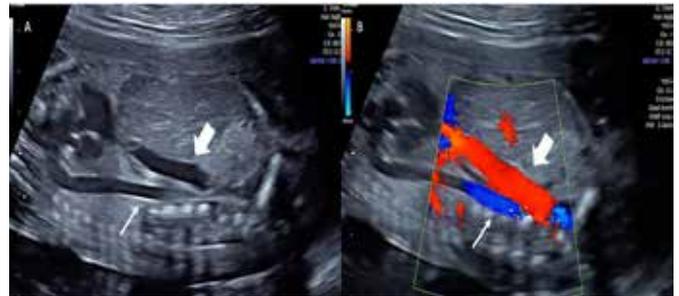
Na imagem, as setas grossas evidenciam a veia cava inferior (VCI) dilatada em todo o seu trajeto e as setas finas a artéria aorta abdominal. Em (A), ultrassonografia em modo B axial e, em (B), ultrassonografia com Doppler colorido.
